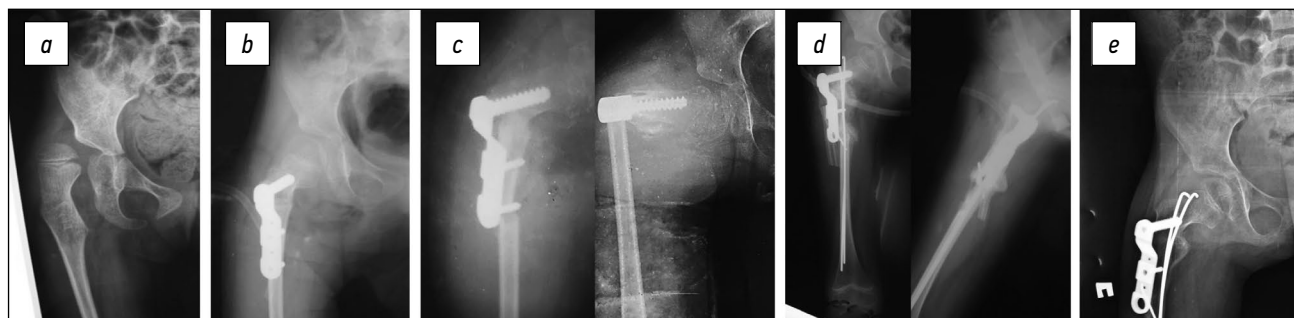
Перелом на границе накостной пластины у девочки 8 лет, рентгенограммы: *a* — перед реконструктивной операцией; *b* — после деротационно-варизирующей остеотомии; *c* — перелом бедра через 8 месяцев после операции; *d* — введение эластичных стержней для репозиции и фиксации перелома; *e* — через 1 год: костное сращение и ремоделирование, результат реконструктивного вмешательства также сохраняется.
